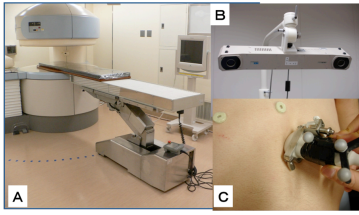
Open MRIを用いたナビゲーションシステム
